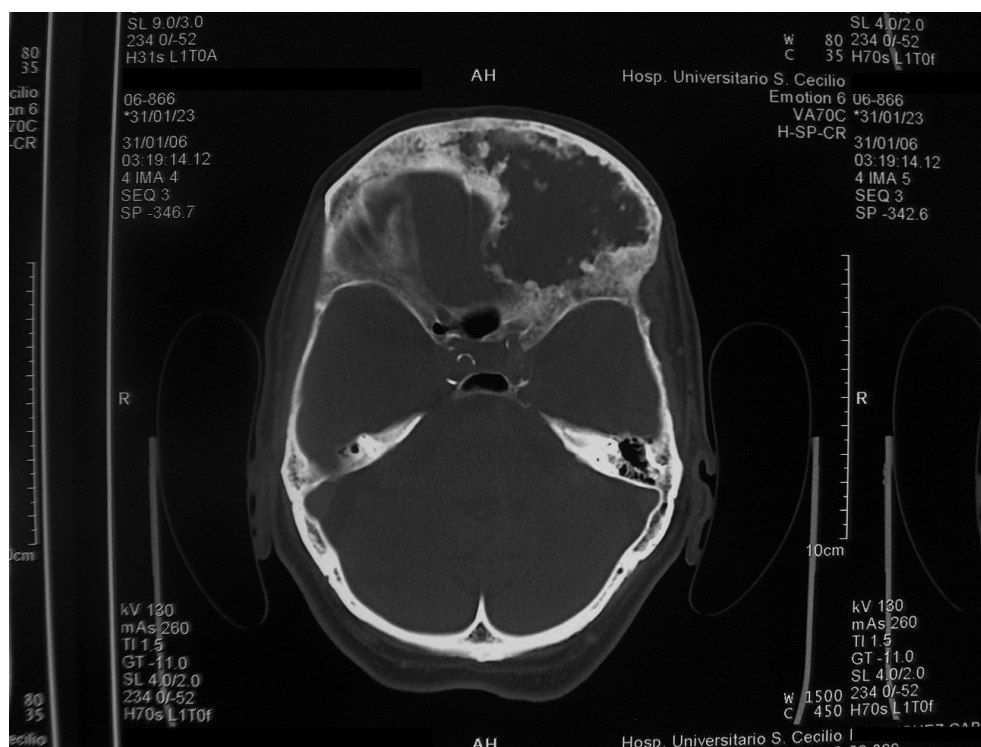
Imagen de tomografía computerizada (TC) craneal en la que se precisa una lesión dependiente de seno frontal izquierdo con erosión ósea asociada.
